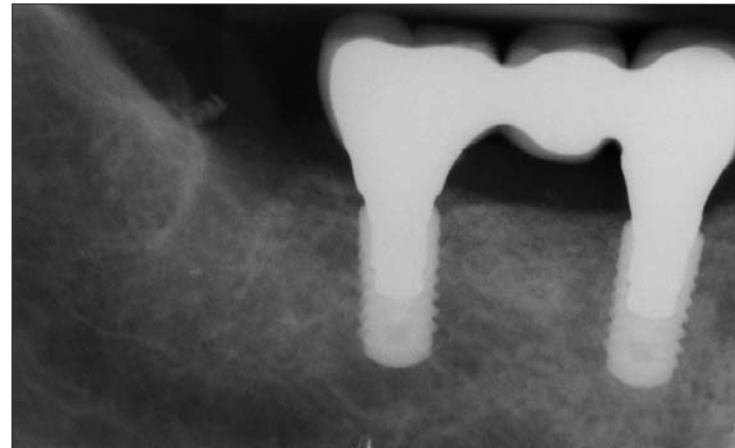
Röntgenaufnahme eines Patienten nach Eingliederung des Zahnersatzes 45–47: Selbst nach Abformung und Einsetzen der Abutments befindet sich der Knochen oberhalb der Implantatschulter.
